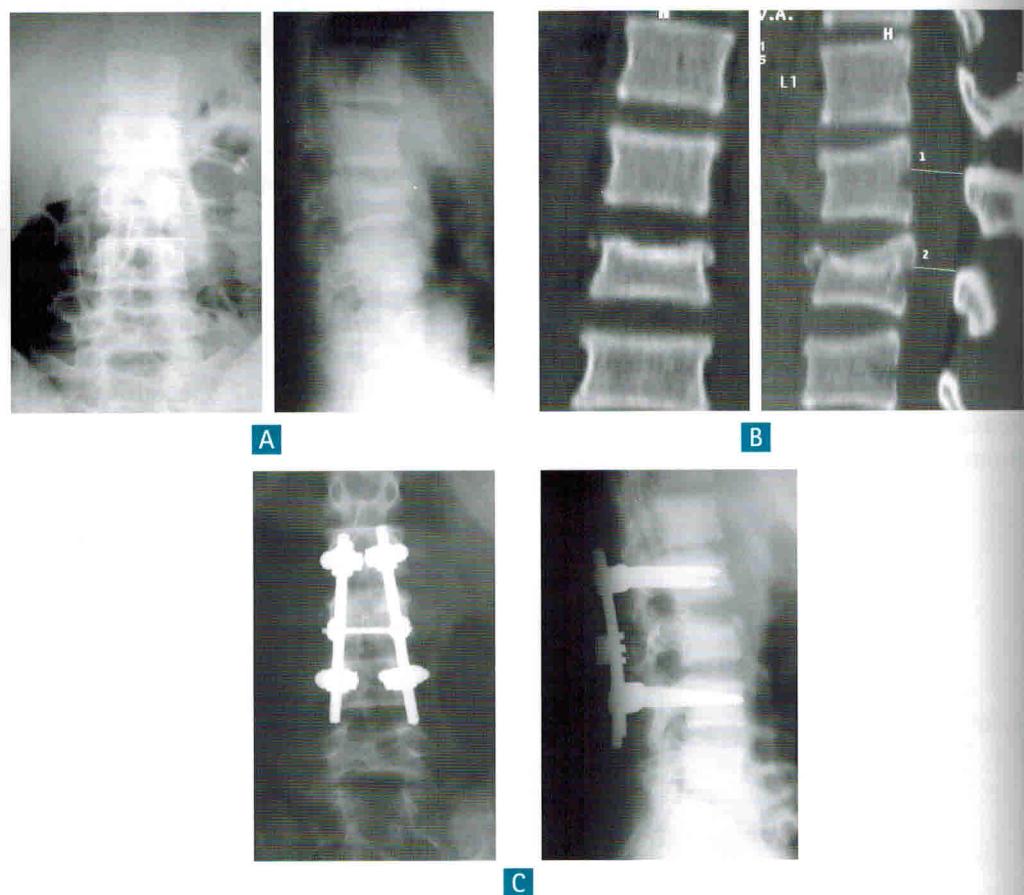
Спондилограммы пациента Т, 14 лет. Диагноз: повреждение на уровне L3 типа А3, тела L2 типа А1: А – до операции; В – СКТ до операции; С – после задней инструментальной непрямой репозиции, транспедикулярной фиксации и заднего локального спондилодеза
